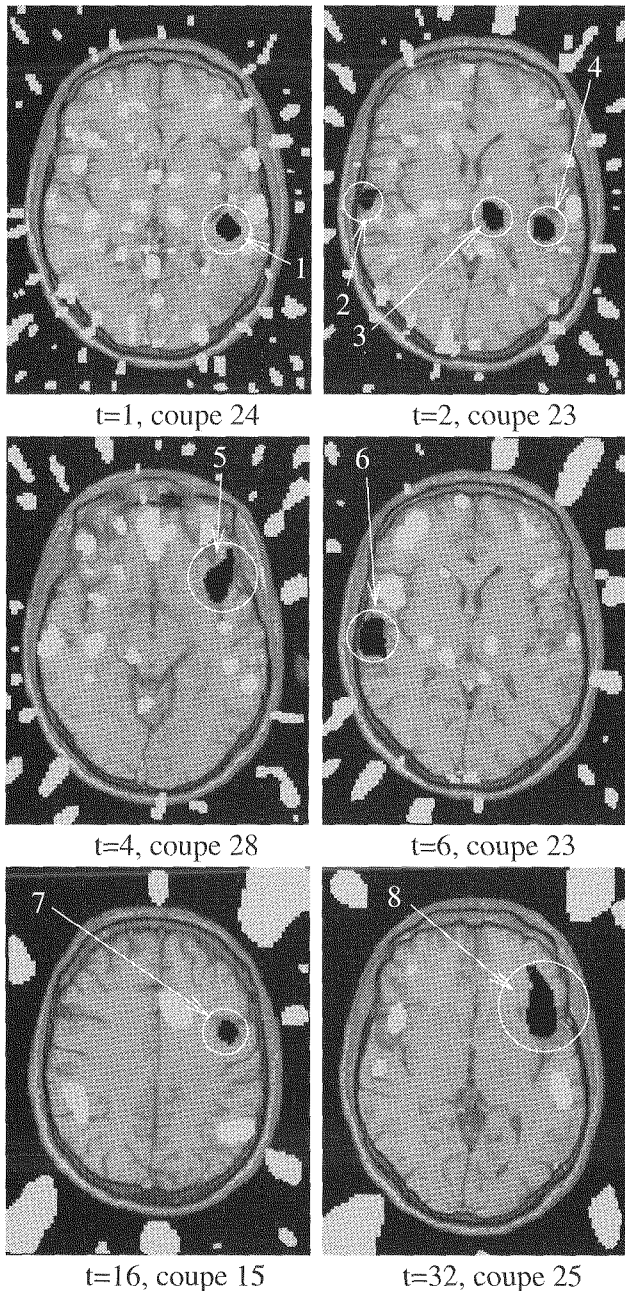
Des blobs 4D du même sujet à différentes échelles (t) et différentes coupes, superposés sur l'anatomie du sujet (acquisition IRM).
